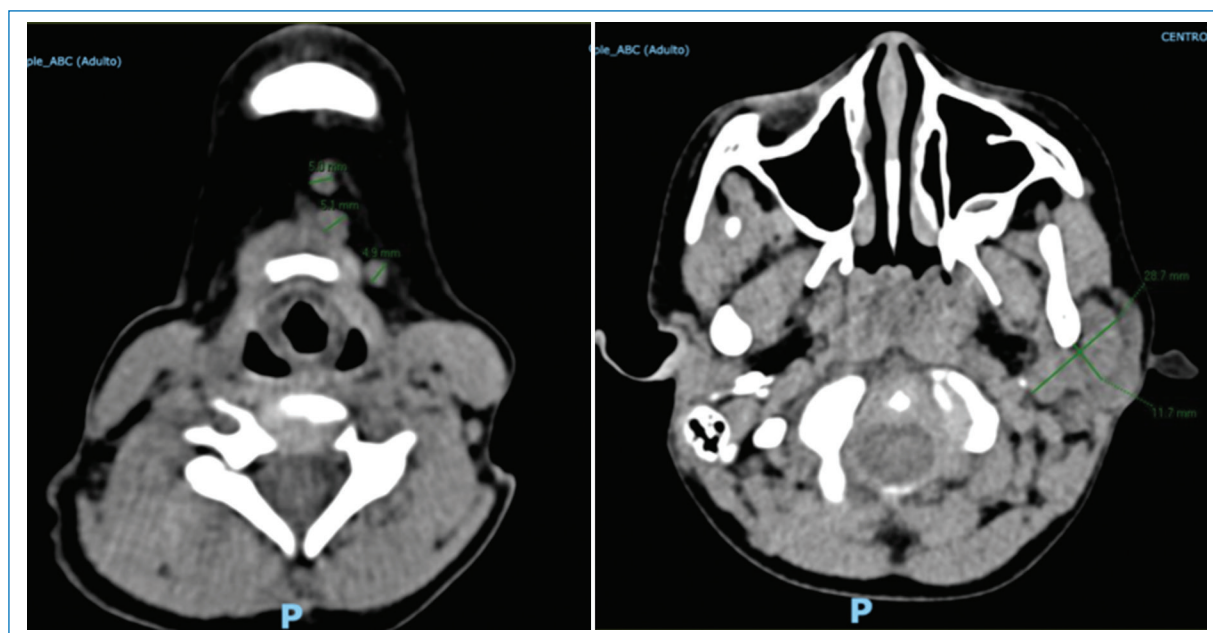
Tomografía de cuello inicial: glándulas parótidas y submandibulares de morfología, tamaño y densidad normal. Adenopatías cervicales bilaterales, con eje corto de hasta 13 mm. Prolinencia amigdalina bilateral.
